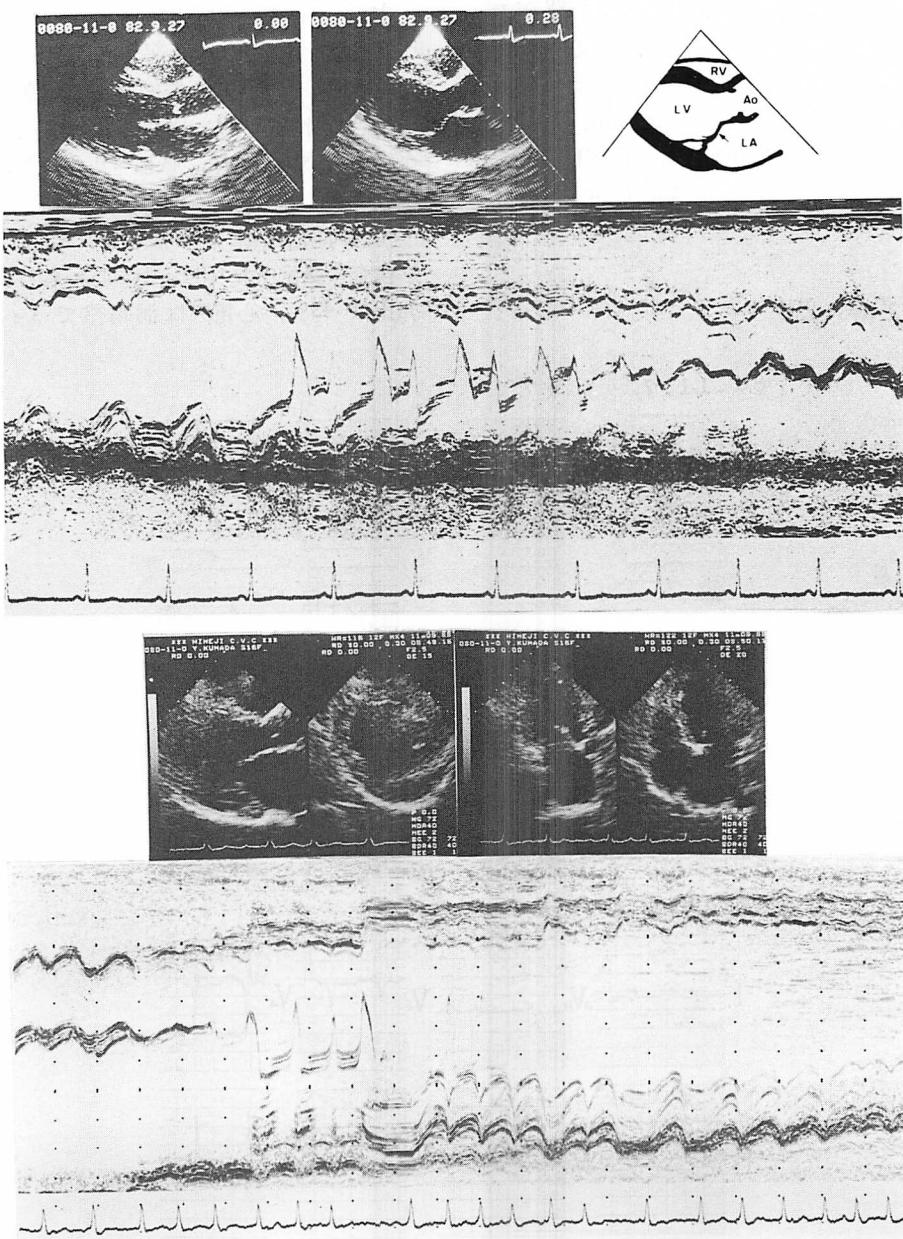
Serial echocardiograms (Case 4).
